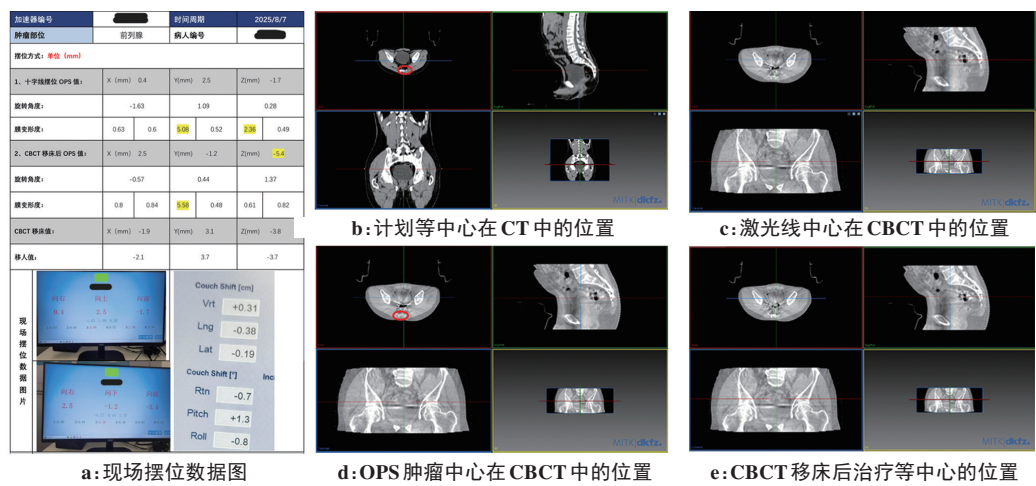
前列腺病例质控数据图与 CT、CBCT 图像
